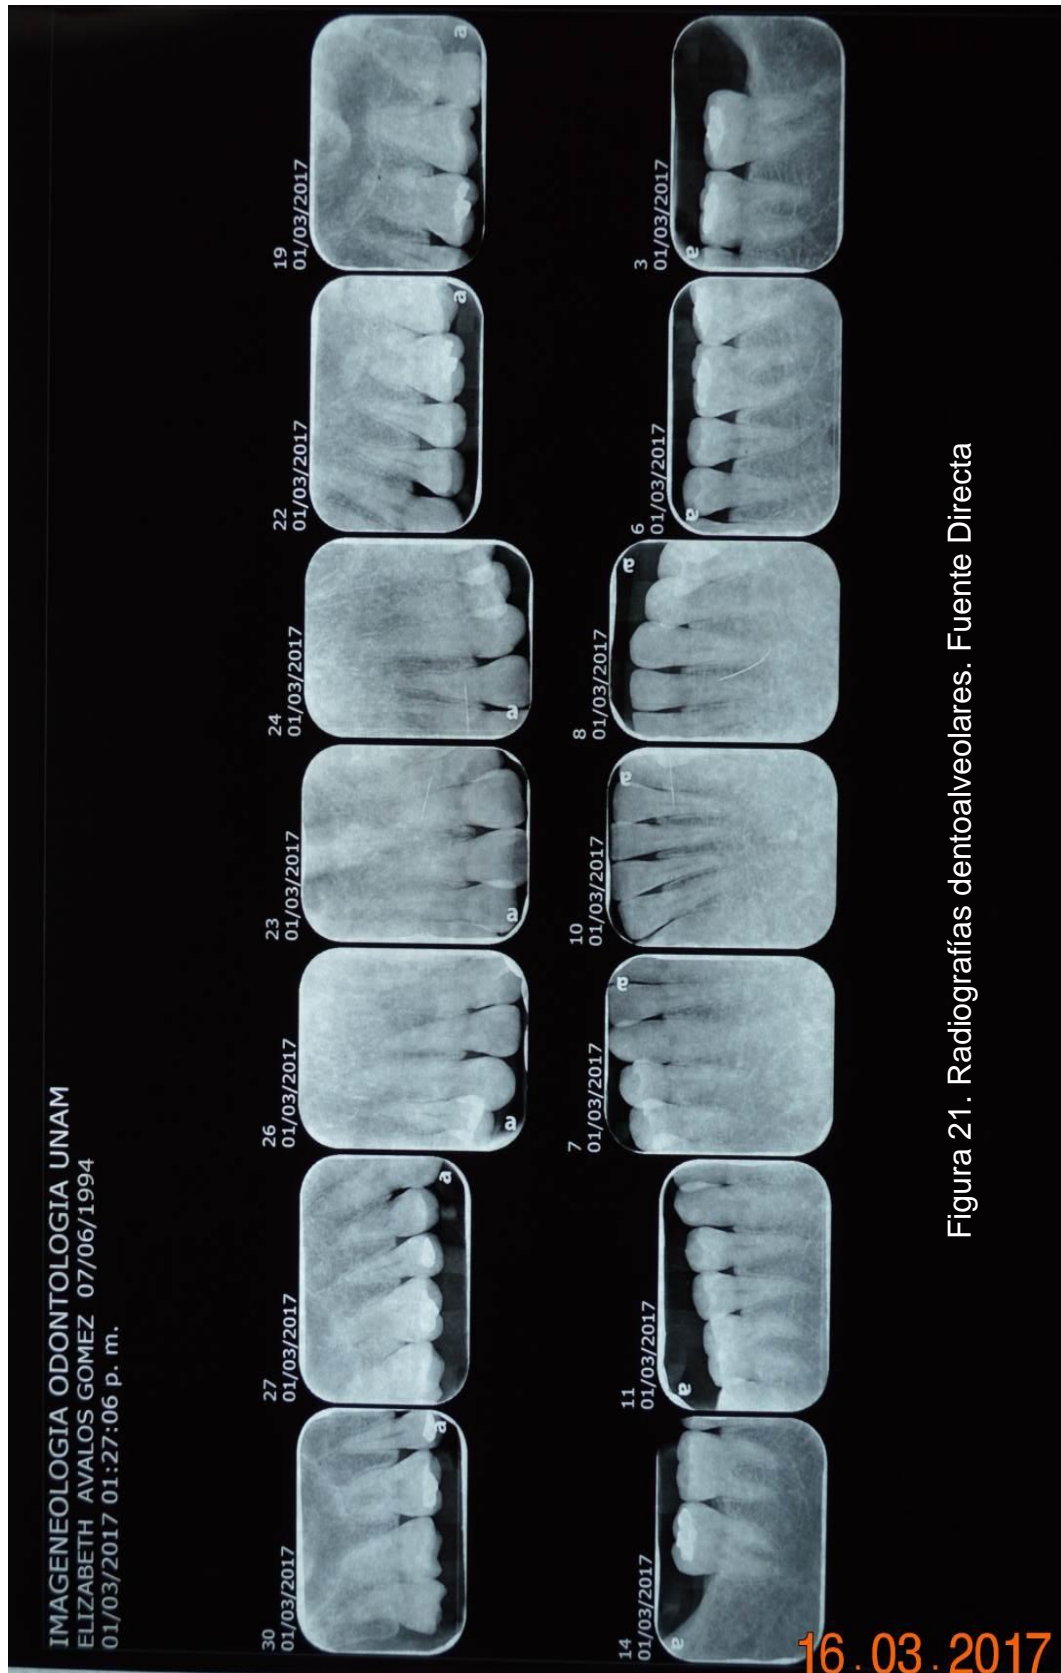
Radiografías dentoalveolares. Fuente Directa
